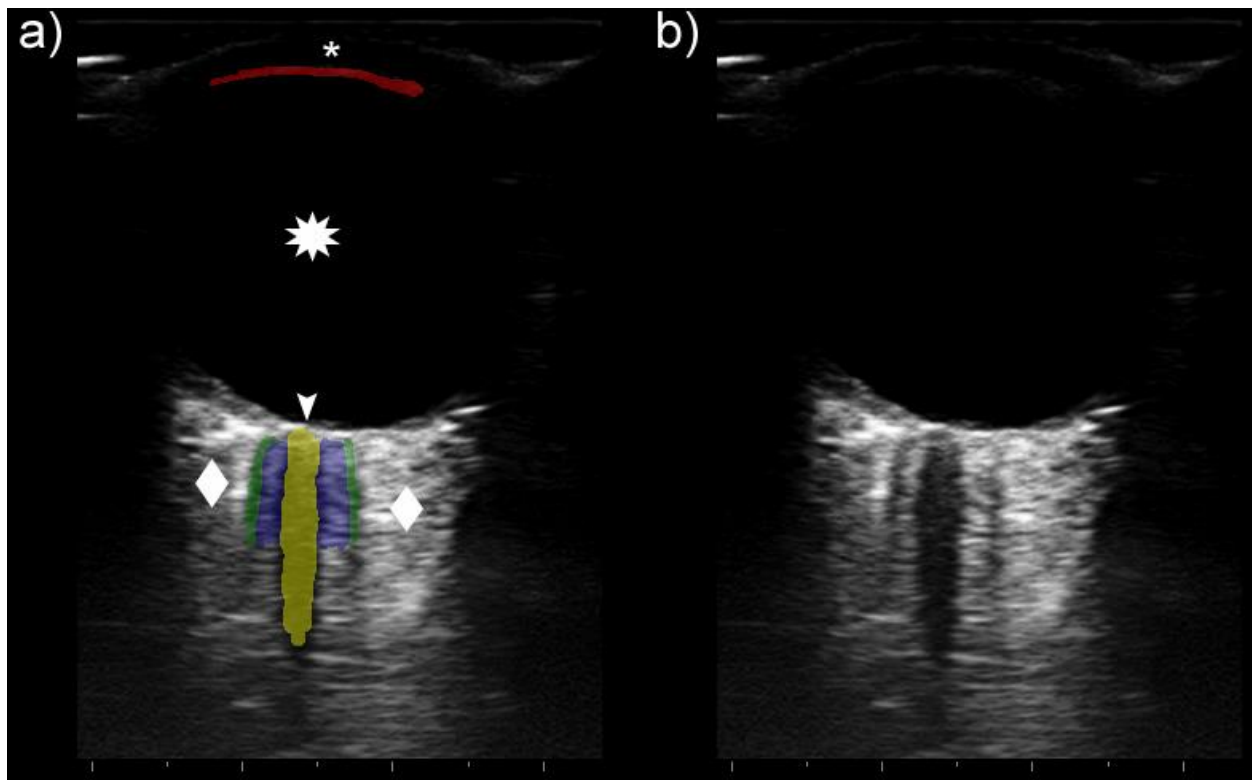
Transorbitale Sonografie
